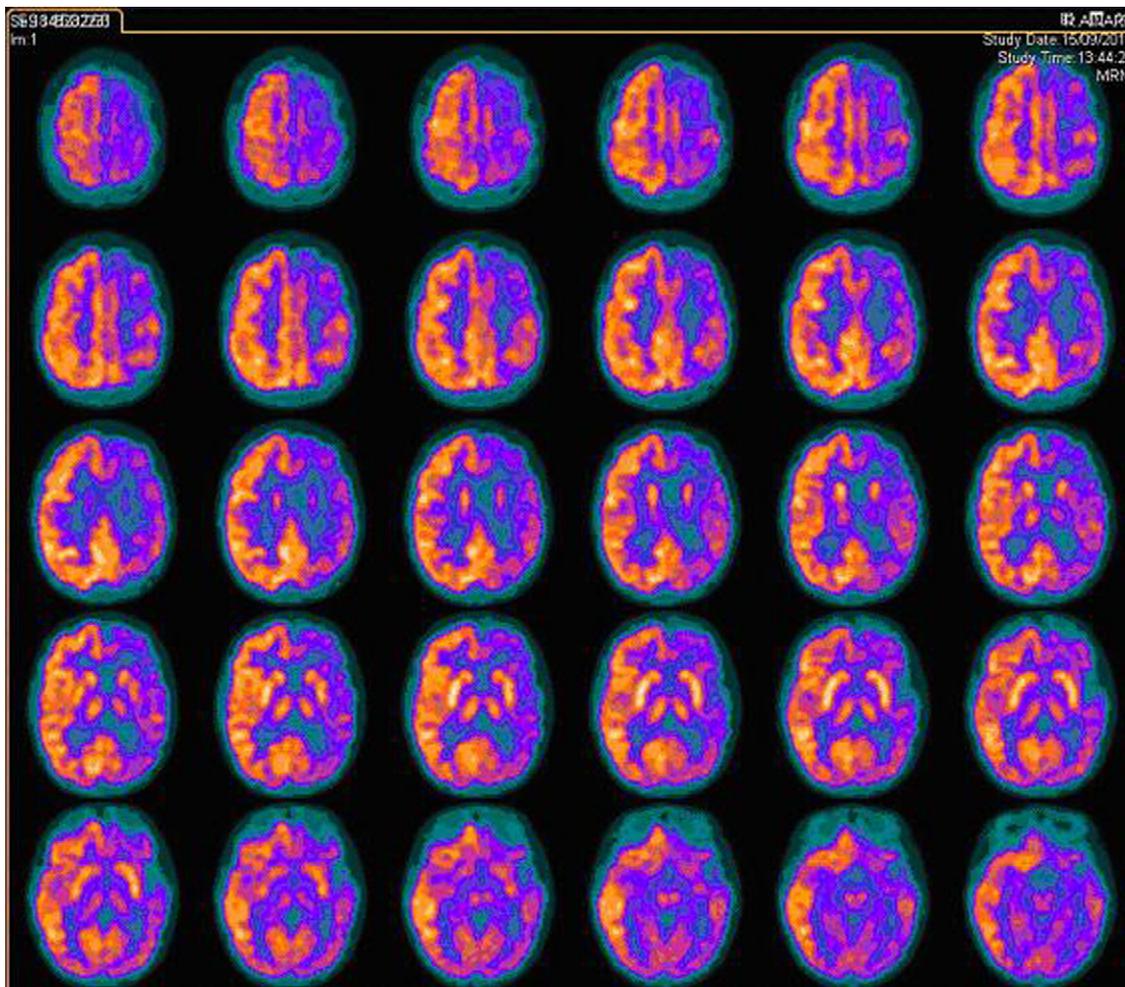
SPECT cerebral que muestra un hipometabolismo moderado-severo en el hemisferio izquierdo.
